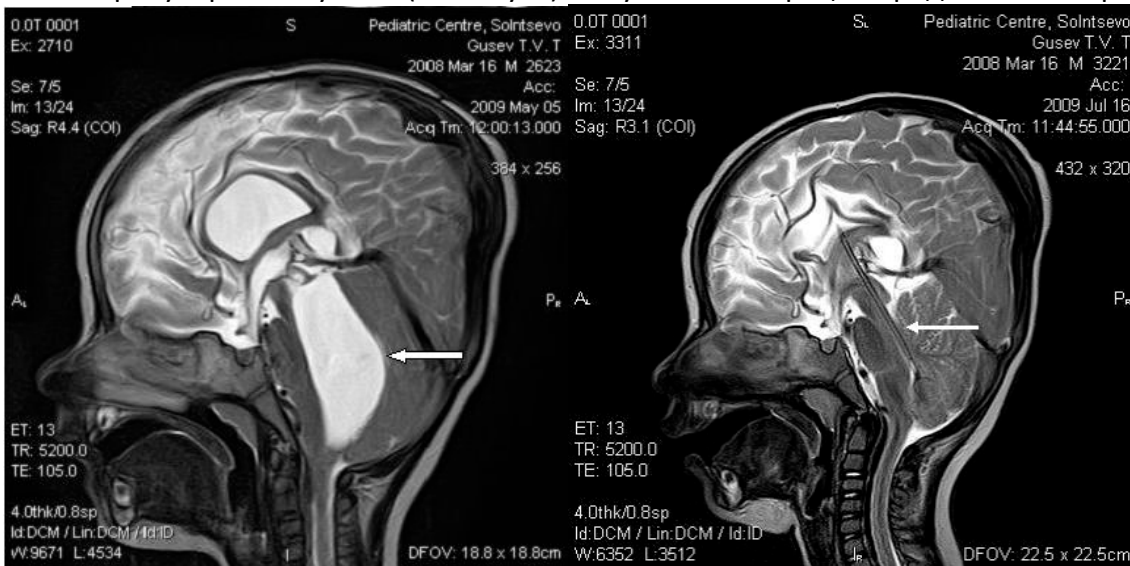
Панвентрикулоперитонеальное шунтирование. А- изолированный IV желудочек (стрелка), состояние перед операцией, МРТ мозга. Б- положение вентрикулярного катетера (стрелка) в желудочковой системе и сокращение IV желудочка после операции, МРТ мозга. В- срединное расположение вентрикулярного катетера (стрелка) в IV желудочке, КТ-мозга. Г- трехмерная КТ-реконструкция ПВП-шунта, стрелкой отмечен вентрикулярный катетер.
